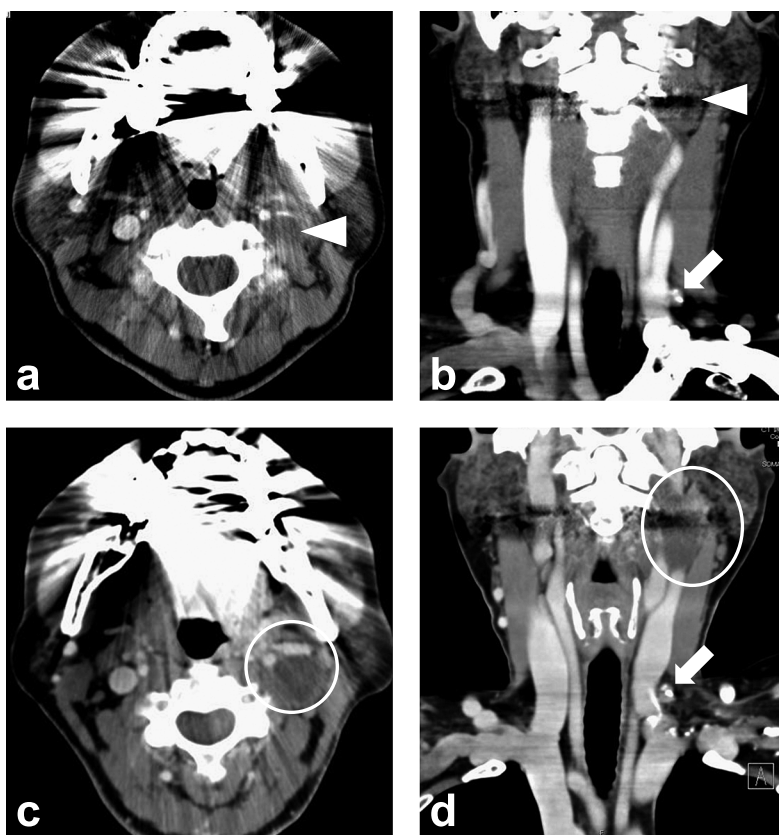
初回治療後のCT所見 (a・c: 軸位断, b・d: 冠状断)
